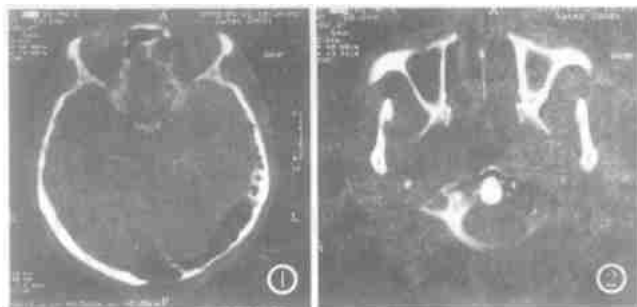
头部 CT 平扫,骨窗示左颞骨、枕骨气化,并越过中线累及枕骨右侧。在中线处见局部骨缺损,气体经该处溢于皮下,形成含气肿块。图 2 颈部 CT 轴位平扫,示环椎左侧侧块及前弓亦有气化。
